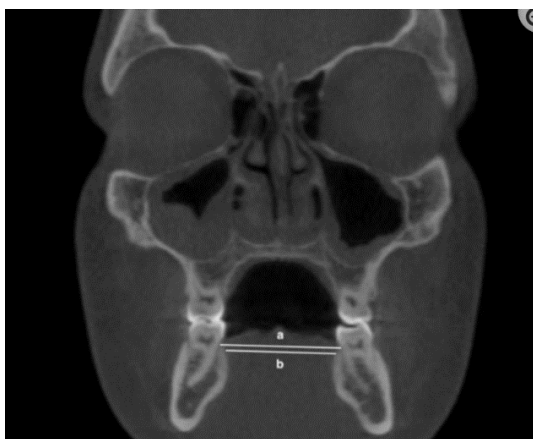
Imagine obținută în urma CBCT-ului[69]
